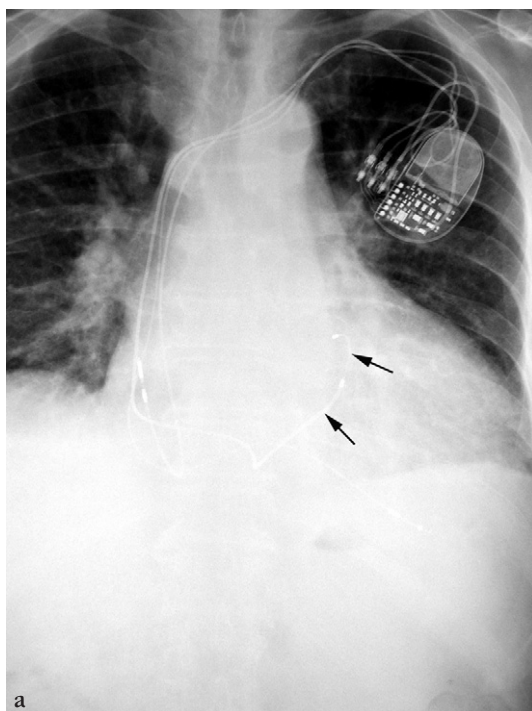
Radiographies thoraciques de face (a) et de profil (b).
